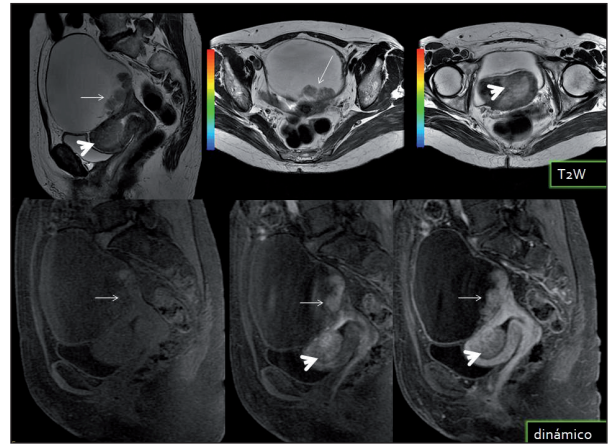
Adenocarcinoma de endometrio (1C) y cistoadenocarcinoma seroso ovárico sincrónicos. La imagen sirve para demostrar la alta resolución anatómica y tisular de la RM, y la utilidad del estudio dinámico tras la administración de contraste. En la primera hilera de imágenes se identifica una masa quística unilocular, con nódulos murales sólidos (flecha) y el tumor endometrial con invasión miometrial (punta de flecha). La segunda hilera de imágenes muestra el estudio dinámico tras la administración de contraste intravenoso en diferentes fases, demostrando la captación de los nódulos sólidos, y el diferente patrón de captación del tumor endometrial respecto al endometrio normal.
